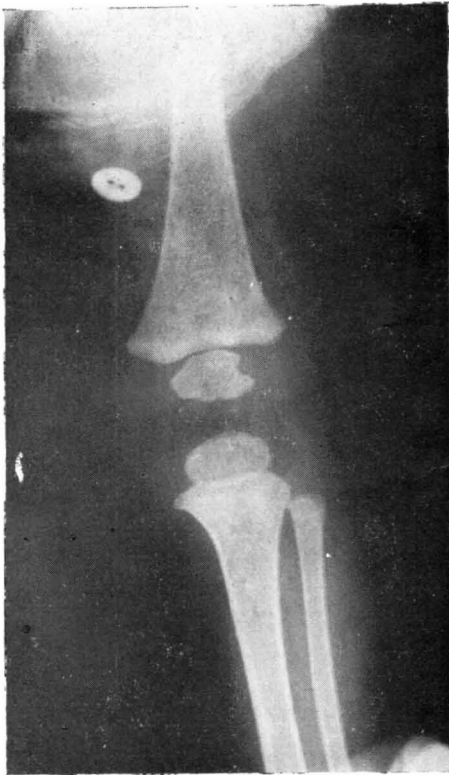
Radiografía anteroposterior de rodilla perteneciente al caso núm. 10, en la que se puede observar la muesca en la cara externa del núcleo epifisario femoral.
